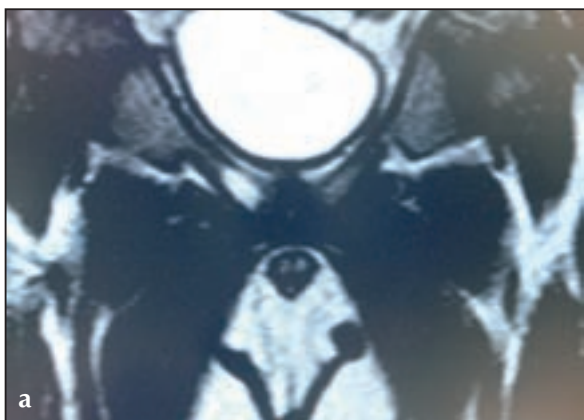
RMN bacino: acquisizioni coronali e sequenze SE T2 pesate (Fig. 2a) e STIR (Fig. 2b): in corrispondenza della branca ischio-pubica destra, si notano una deformità circoscritta e una iperintensità di segnale nelle sequenze SE T2 pesate e nella STIR in relazione a edema midollare.
